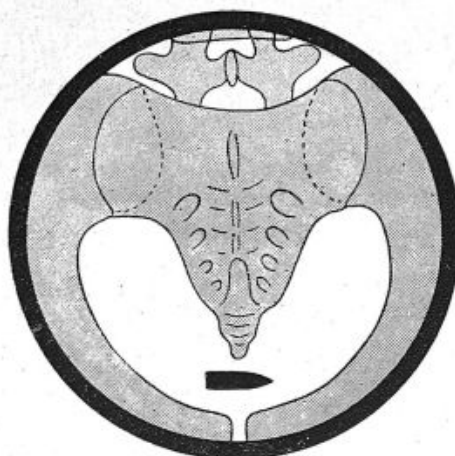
Radiographie de balle intra vésicale, le blessé étant couché sur le ventre (d'après Nogier.)
